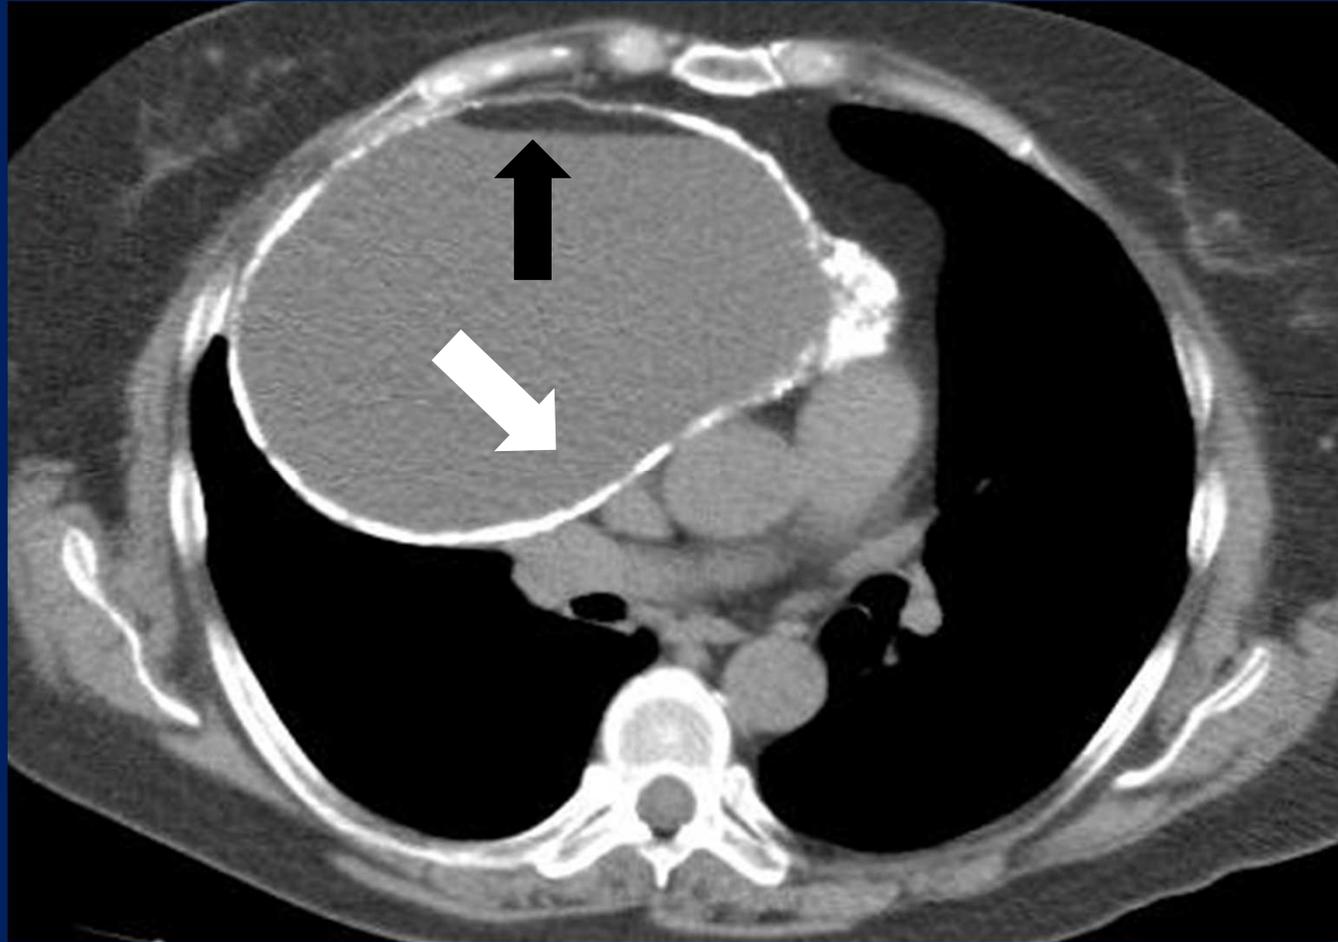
c) Tomografía de tórax y abdomen sin contraste corte axial , muestra gran masa en mediastino anterior con calcificación mural. La flecha negra señala el nivel liquido-grasa. Se observa desplazamiento de estructuras cardiovasculares (flecha blanca).
